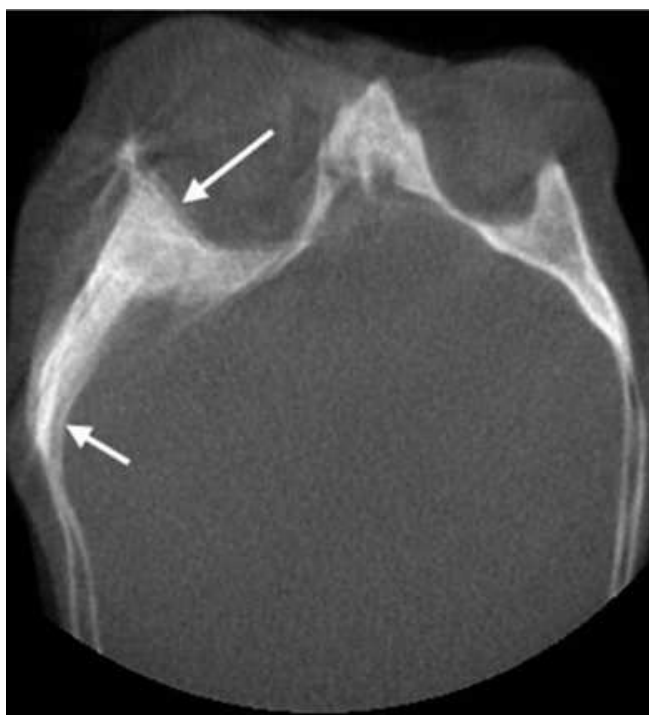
Image de l'artefact de mouvement sur un cliché CBCT (17)
